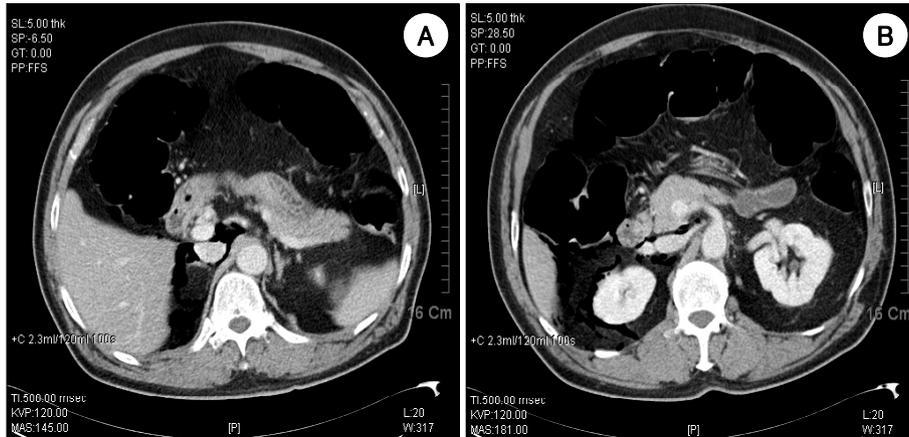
A, B : Abdomen and pelvic computed tomography showed that multiple free air was present at right anterior space, right perirenal space extension to bare area.
